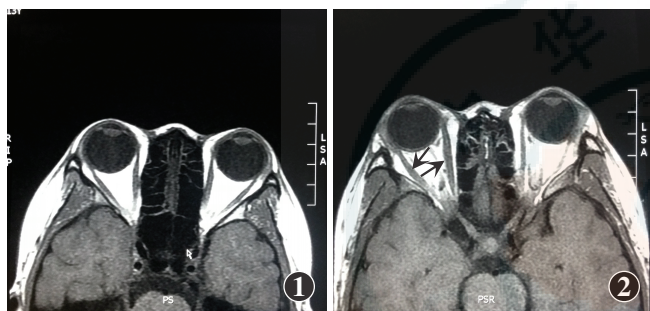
1 例 14 岁女性 Graves 眼病患者 MRI 影像 T1WI 显示双眼眶内脂肪容量增多, 双眼眼外肌直径无明显变化 图 2 1 例 13 岁女性 Graves 眼病患者 MRI 影像 T1WI 显示双眼眶内脂肪容量增多, 右眼内直肌、外直肌肌腹明显增粗 (箭头)
